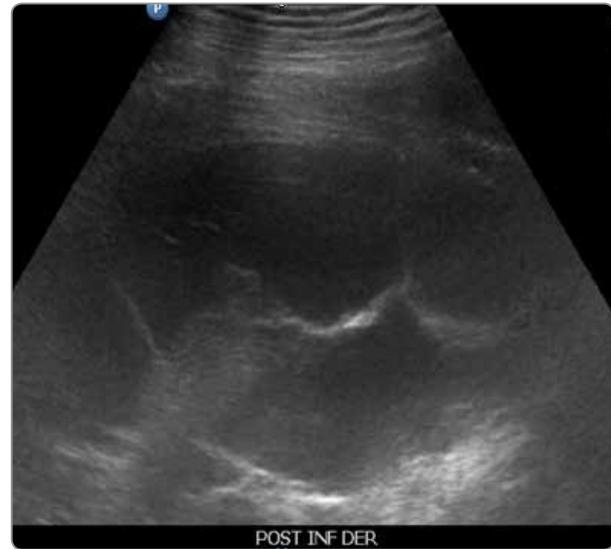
Ecografía torácica. Derrame pleural derecho con presencia de tabiques en su interior.
